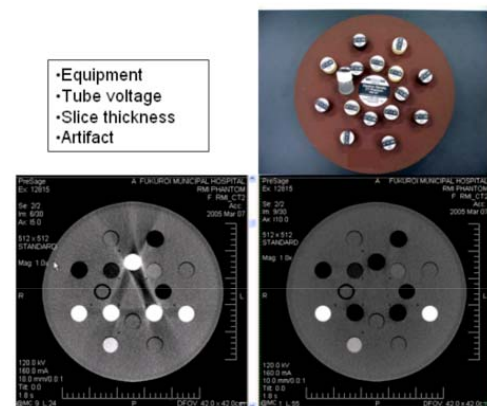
種々の密度のサンプルが埋め込まれたファントムとその CT 画像.
